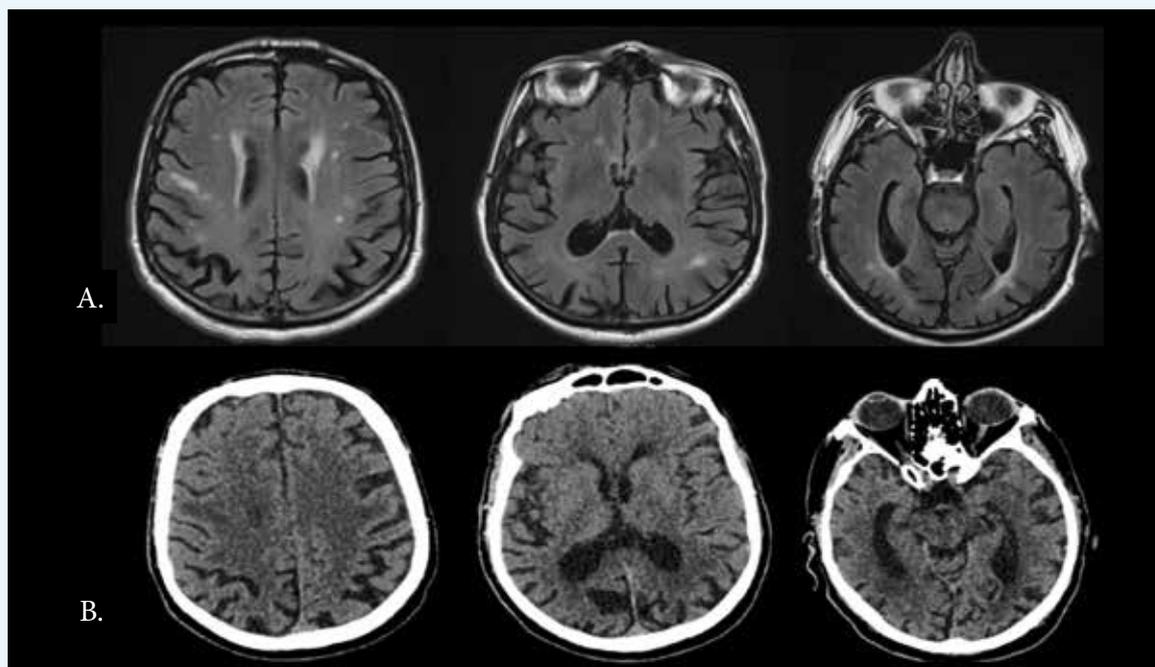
Imagerie morphologique objectivant une atrophie corticale à prédominance occipito-pariétale asymétrique au dépend de la droite sur l'IRM réalisée en début de suivi (panneau A.), évolutive vers une atrophie corticale postérieure diffuse sur le scanner de suivi à 3 ans (panneau B.)
